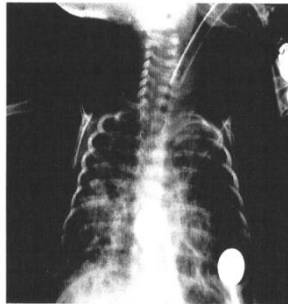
X-ray of infant with Stage 4 BPD (Northway classification) with cystic abnormalities, hyperinflation, and interstitial changes.
